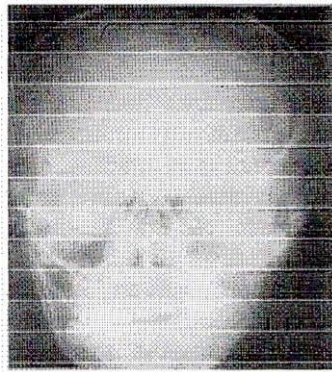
Radiografía posteroanterior de un paciente con microsomía hemifacial. Fuente [www. hemifacial microsomia.htm](http://www.hemifacial-microsomia.htm).
